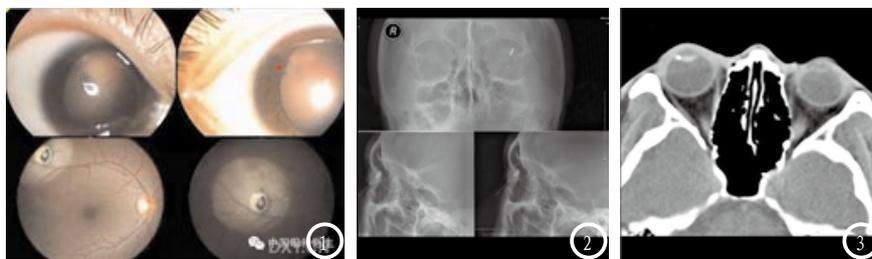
图1为眼底镜、裂隙灯下直视异物;图2-3 眼部DR、CT证实眼内高密度异物。
